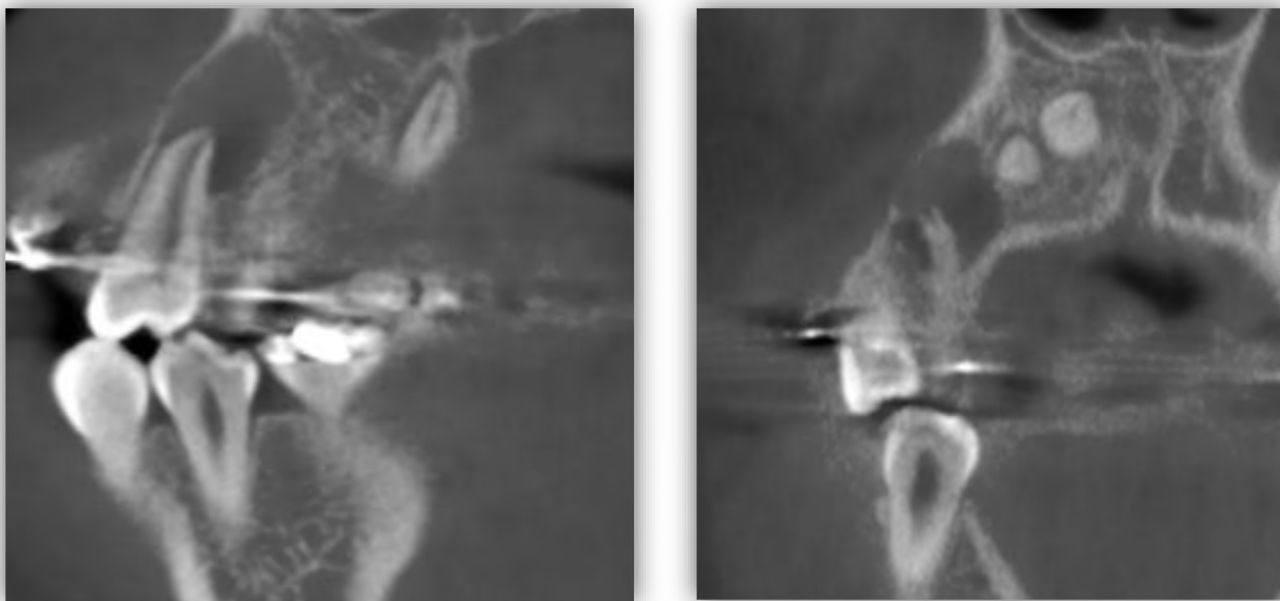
y 8 Vista lateral de la lesión (TC).
